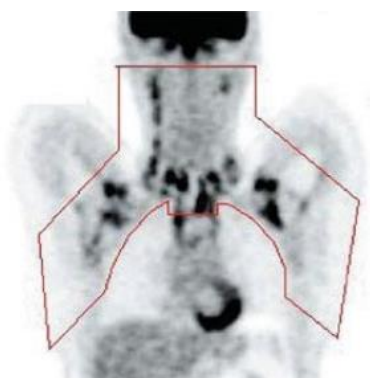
PET que muestra las zonas de actividad del TAP en adultos (Cypess et al., 2009)
